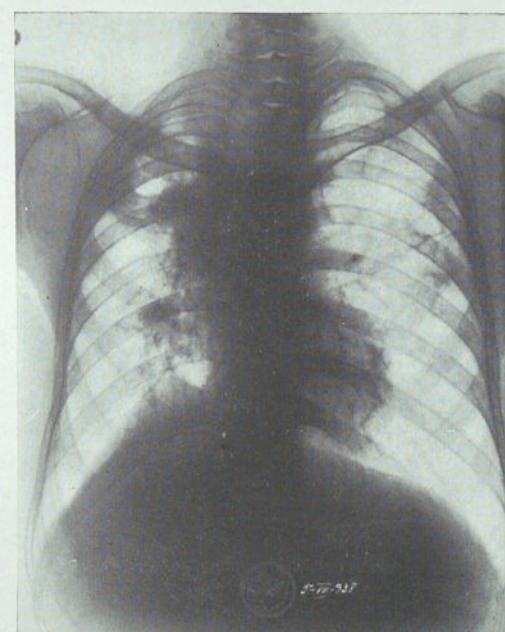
Radiografía del 5-VII-38. En esta radiografía se ve todo el sistema lesional más extendido hacia abajo por el aumento de tamaño de la cavidad.
